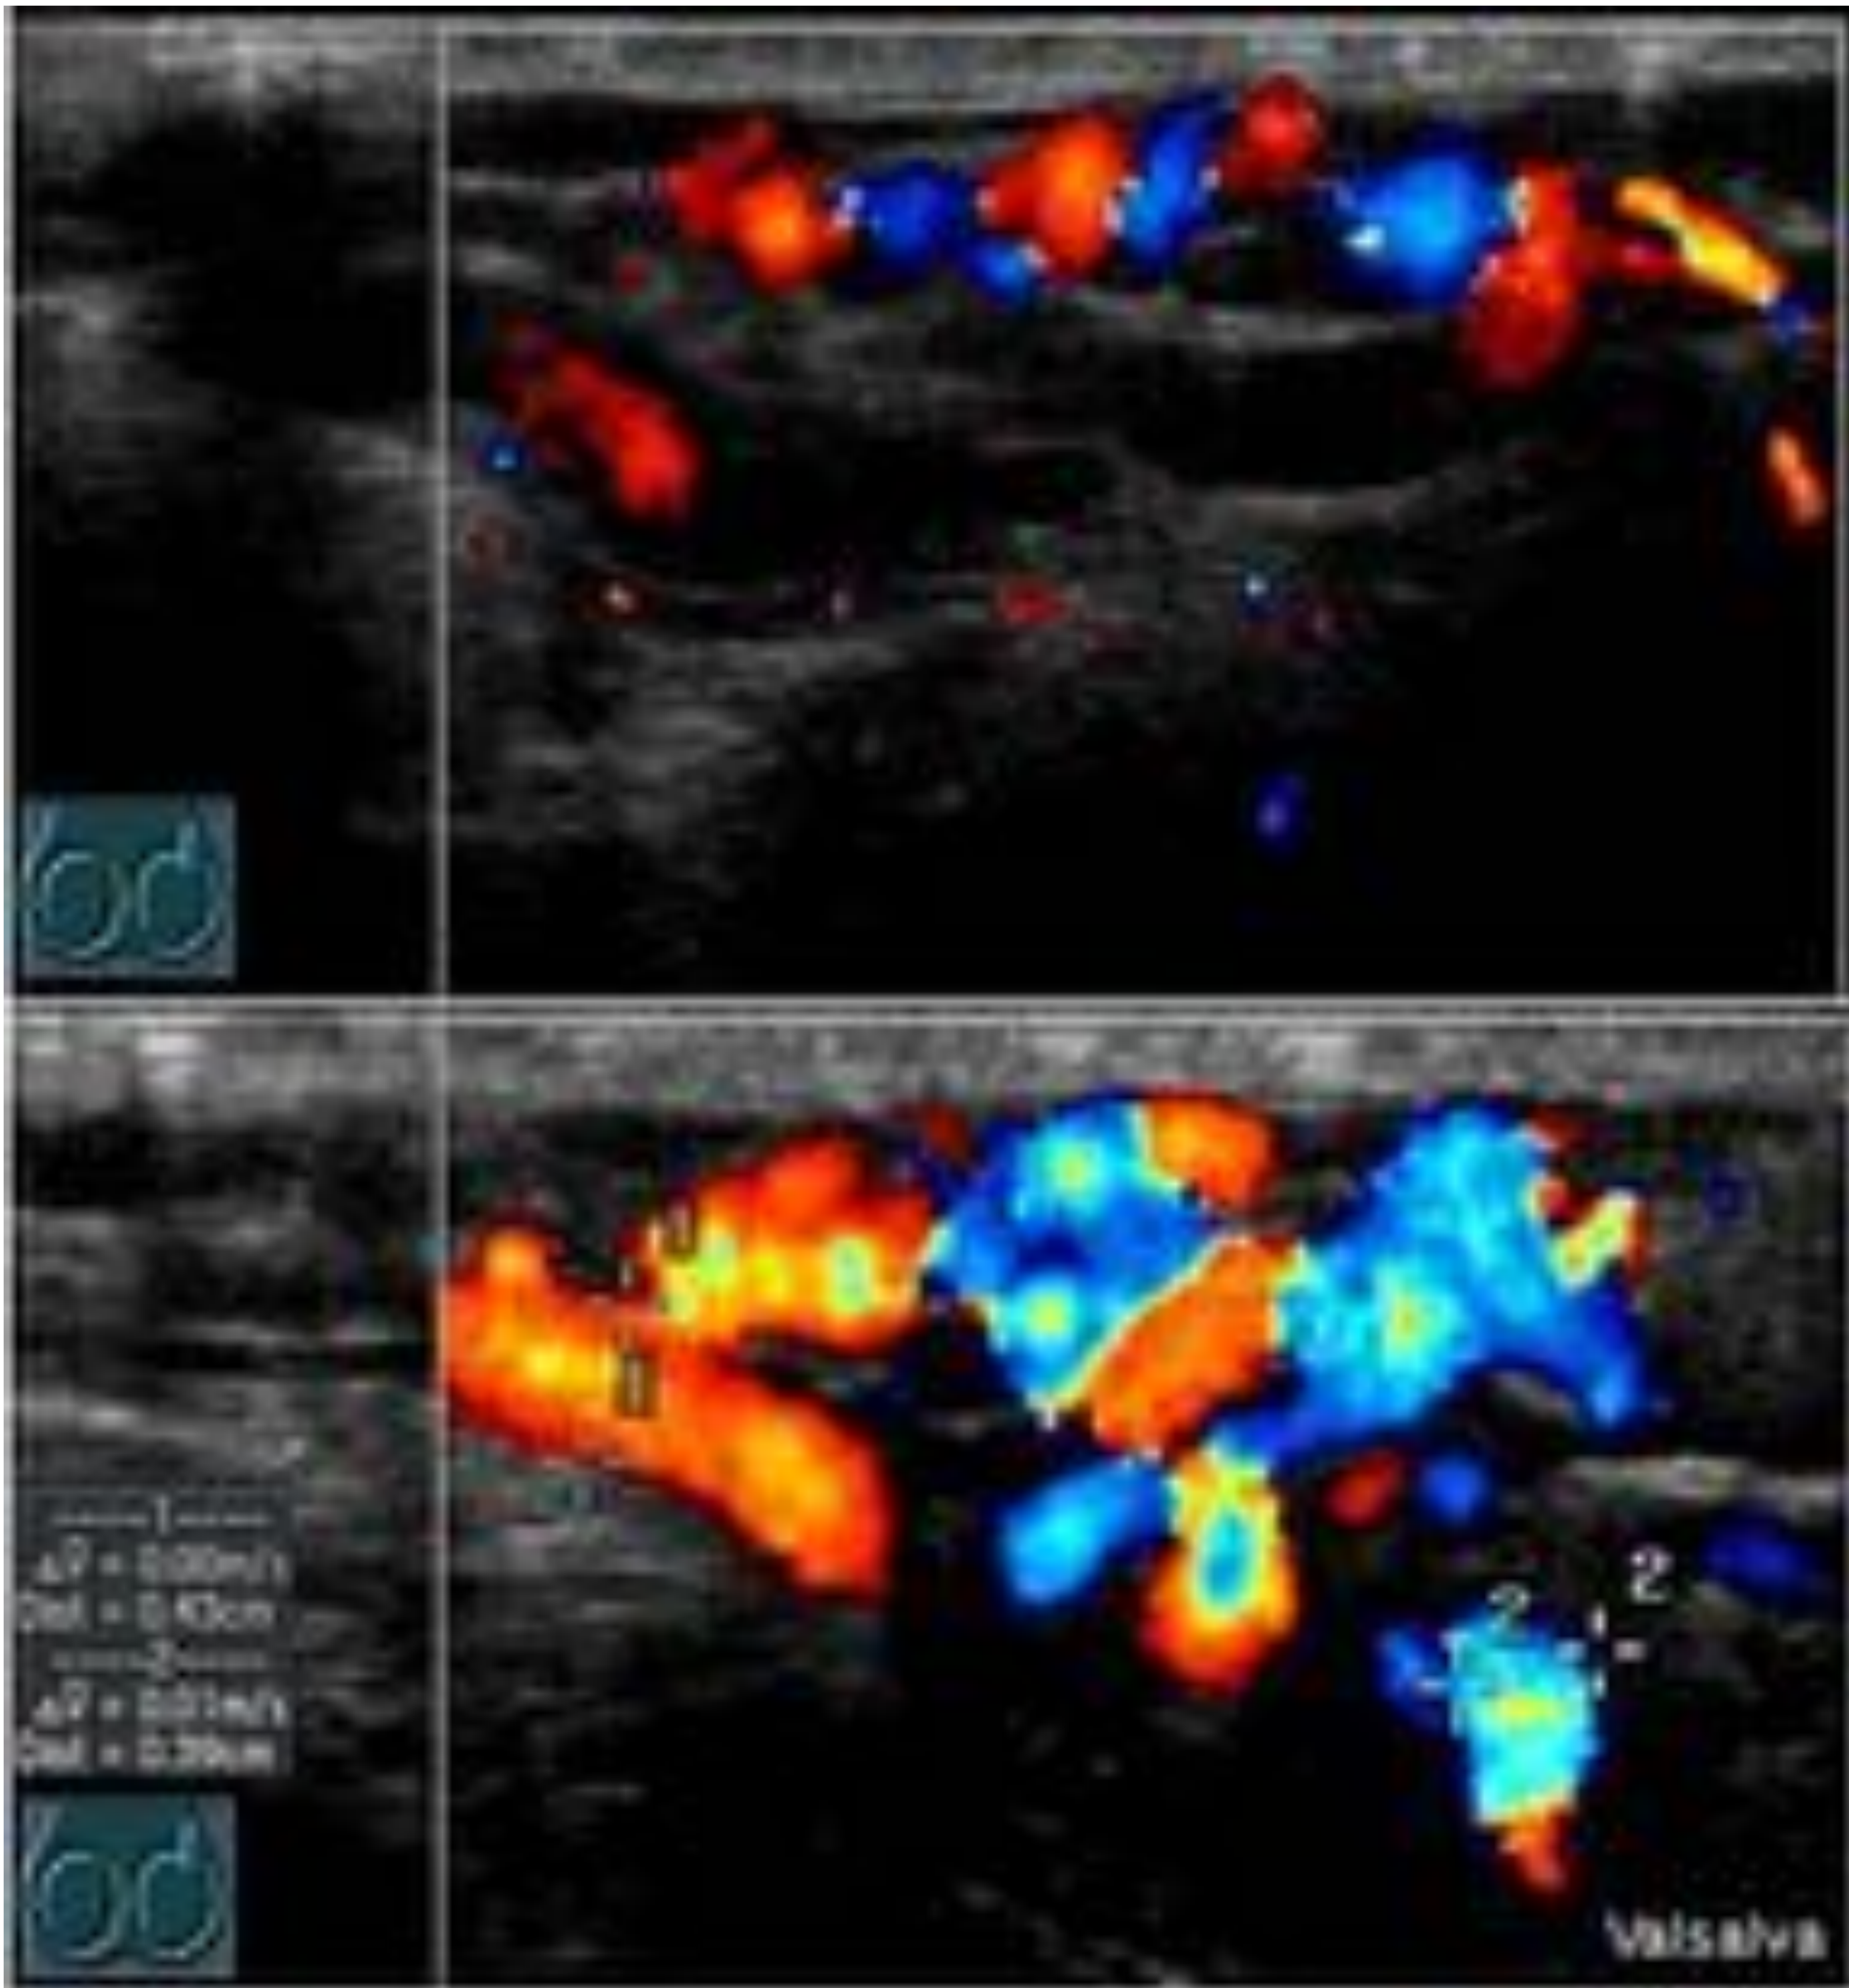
Paciente masculino de 14 años de edad que presenta molestias escrotales . Se practica ecografía donde se identifican estructuras tubulares vasculares de $>2mm$ que presentan aumento del flujo doppler retrógrado en la maniobra de Valsalva. Se orienta como varicocele izquierdo
